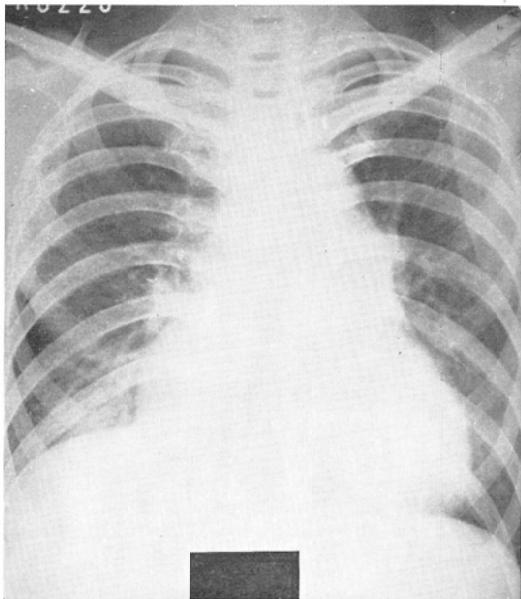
(pathologically proven case 2). 37 year-old female, 7-8 years of rush-mat weaving, died of Hodgkin's disease. Pneumoconiotic nodules are not apparent in this roentgenogram. Autopsy revealed innumerable small dust foci.
